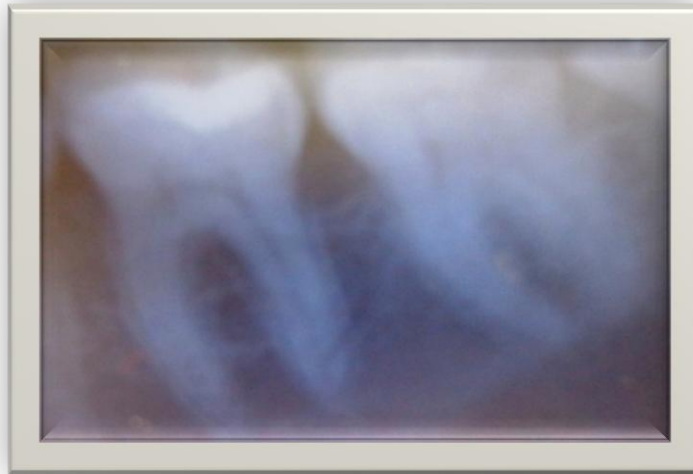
Radiographie de contrôle après 1 mois
